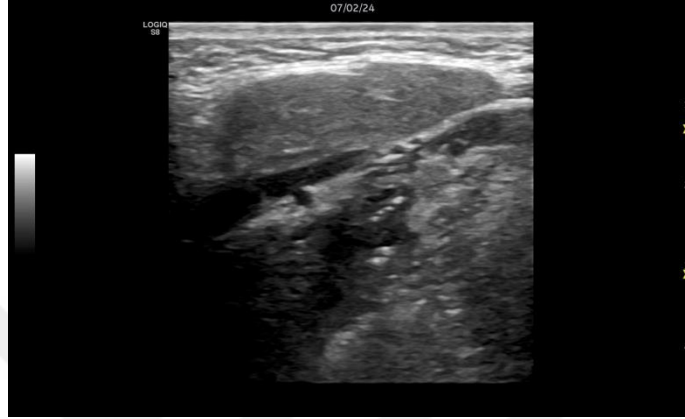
Minimal heterojen parankime sahip parotis bezinin USG’de longitudinal kesit görünümü
